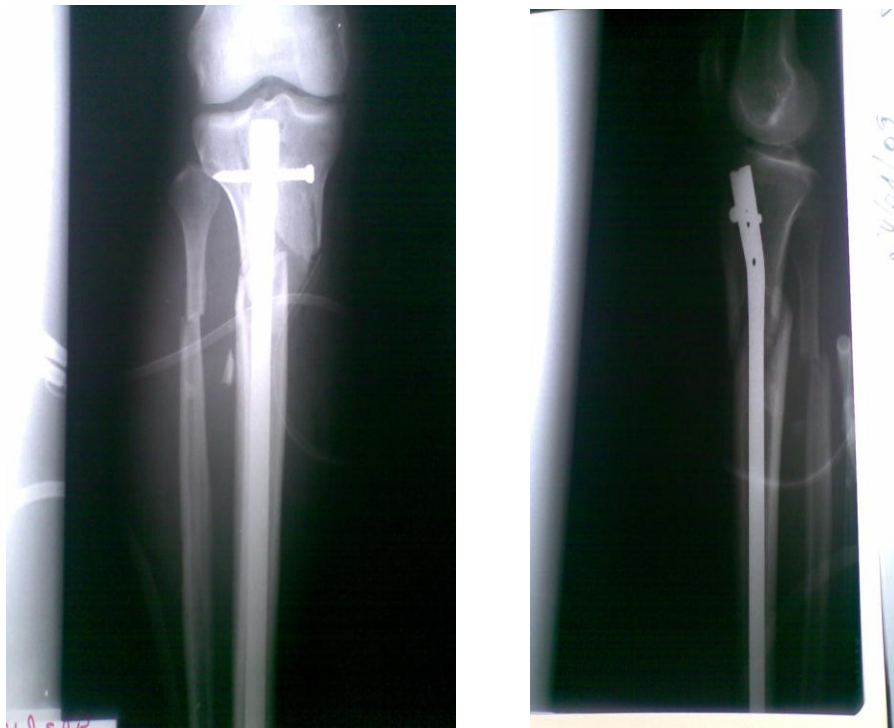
Radiographie face et profil jambe droite, fracture traitée par ECM à verrouillage proximale.
